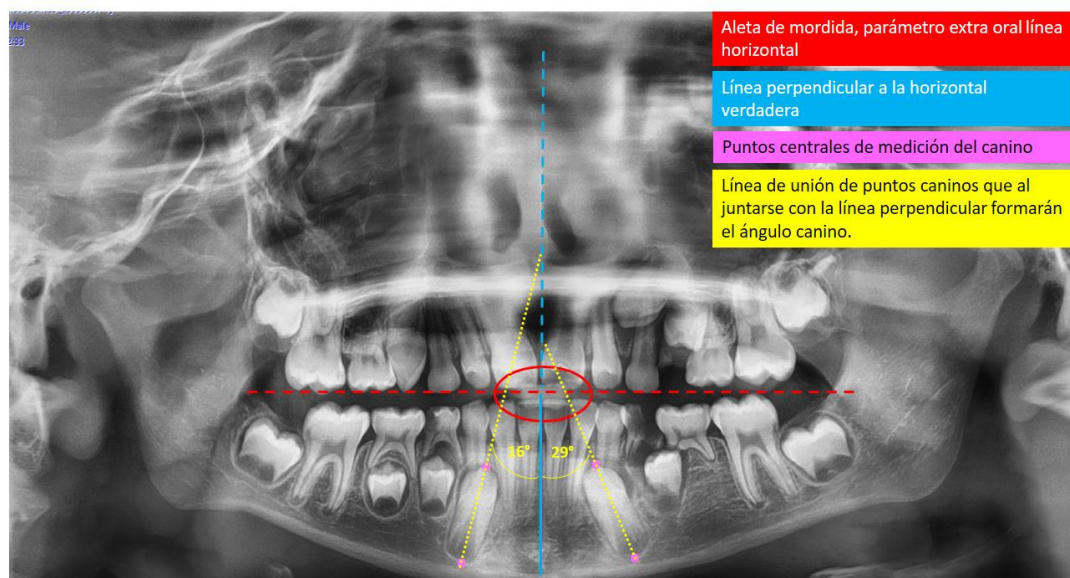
Ortodontomografía con el análisis realizado.
